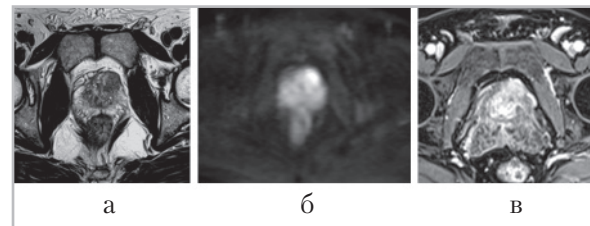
Эхограммы простаты: *a* — МР-картина при опухолевом поражении передних отделов левой доли простаты. Т2-ВИ простаты в аксиальной плоскости — в передних отделах левой доли отчетливо визуализируется узловое низкоинтенсивное образование; *б* — на ДВИ определяется выраженное локальное снижение диффузии данного образования; *в* — на постконтрастном изображении определяется интенсивное накопление контрастного препарата в опухоли
